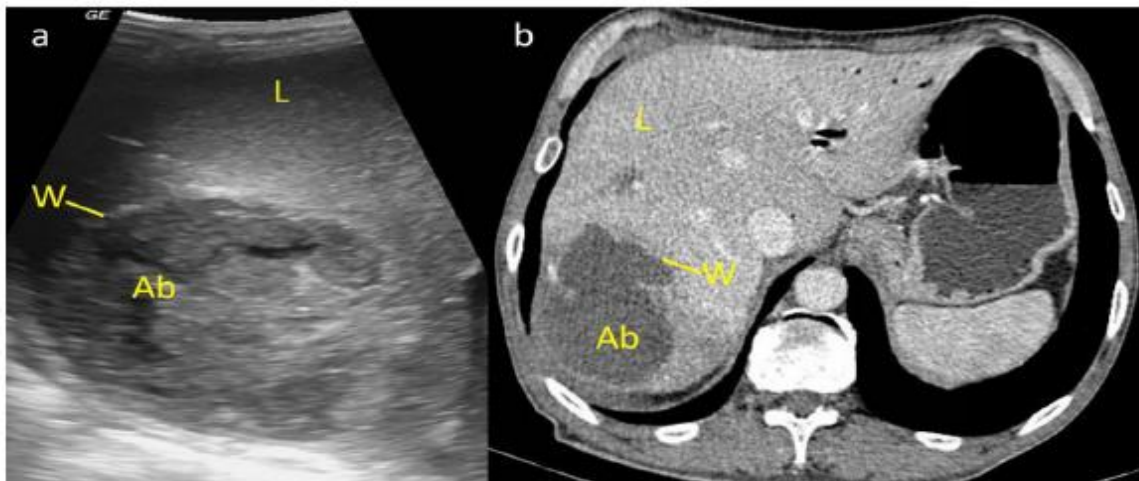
a) USG image shows a round hypoechoic mass (Ab) with echogenic wall (W) in liver (L). b) CECT shows a hypoattenuating lesion (Ab) with peripherally enhancing edematous wall (W) is present in liver (L) suggesting liver abscess.
